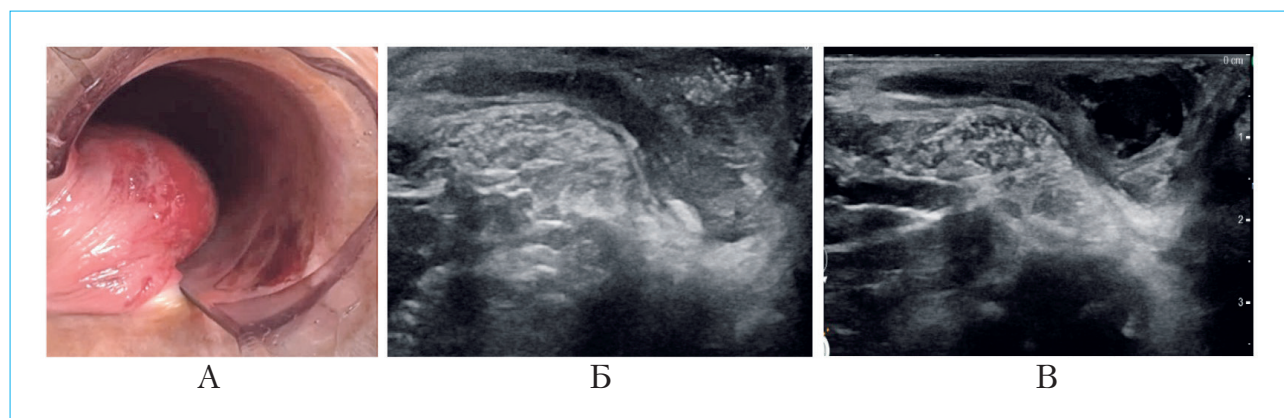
«Истинная» подслизистая гематома: А — интраоперационная картина (результат повреждения геморроидальной вены под влиянием лазерного воздействия); Б — интраоперационное УЗИ; В — УЗИ на 1-е сутки после вмешательства
